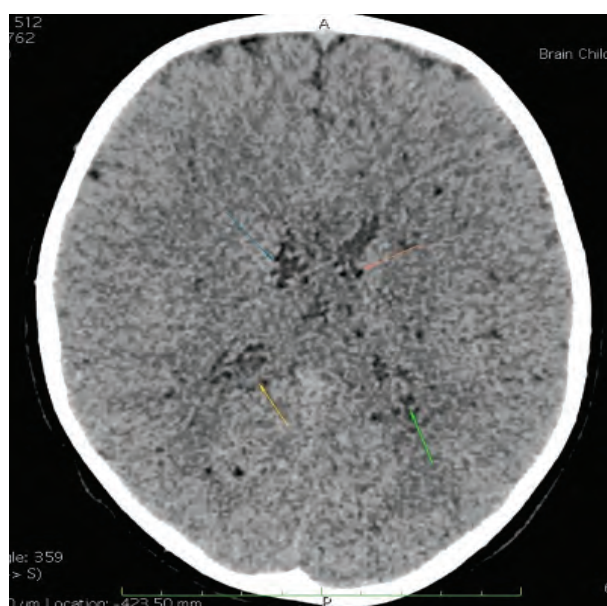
Мультидетекторна комп'ютерна томографія головного мозку. Дрібні ділянки артеріальних інфарктів в басейні середньої мозкової артерії, помічені стрілками.
